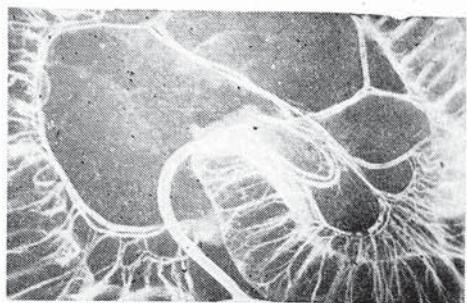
Рентгеноангиограмма левой половины ободочной кишки с введением кардиотраст.
